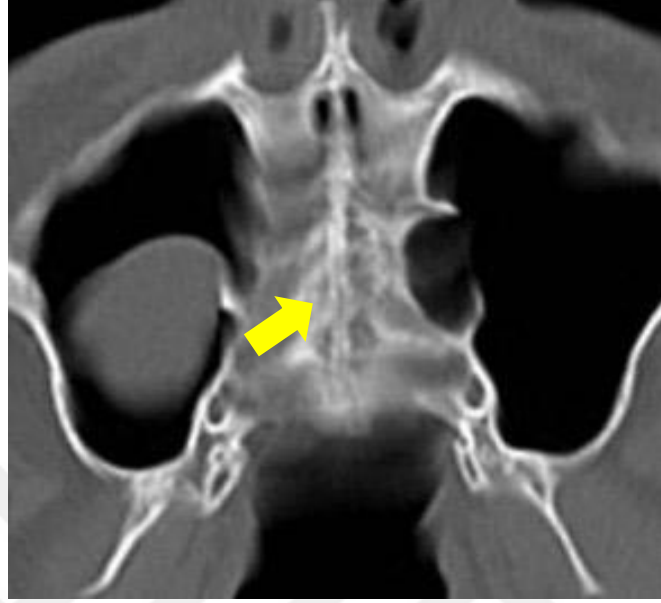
MPS matürasyonunda 1. evrenin BT görüntüsü.
